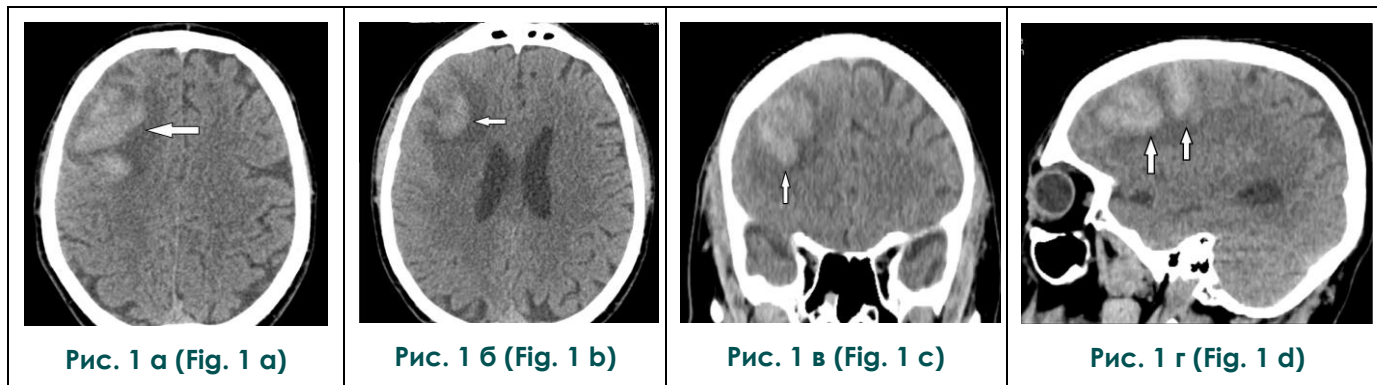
КТ головного мозга (а, б – аксиальная плоскость, в – корональная плоскость, г – сагиттальная плоскость).
